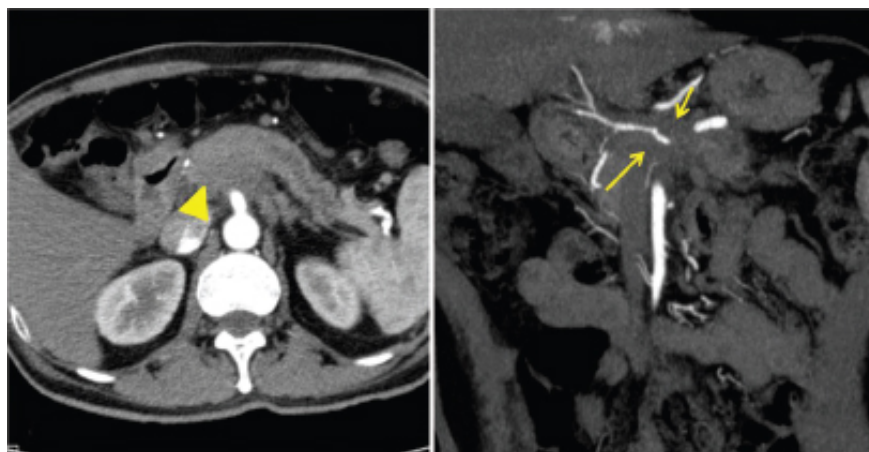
Neoplasia do pâncreas. Tomografia computadorizada (TC) de abdome superior, lesão na cabeça do pâncreas (*ponta de seta*) envolvendo o tronco celíaco (*setas*).
